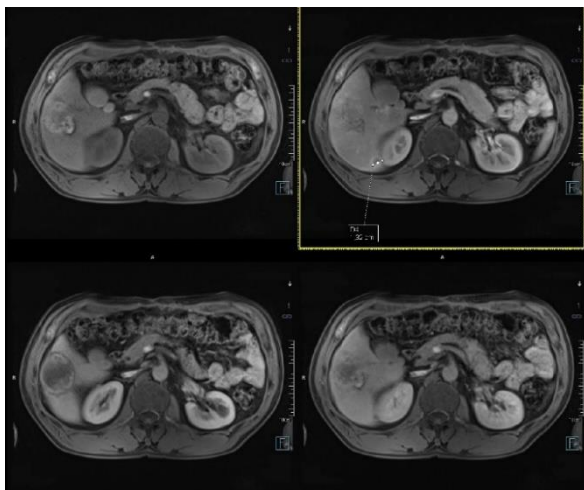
První CT vyšetření pro potvrzení patologického ložiska, 29.1.2018.
